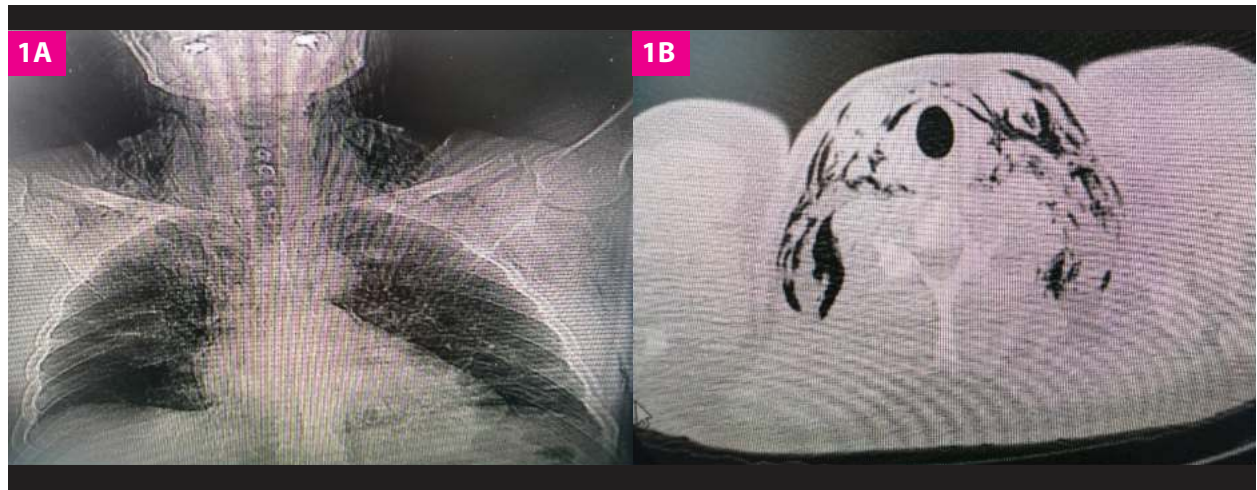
1A: radiografía de tórax muestra infiltrados pulmonares bilaterales y gas en tejido subcutáneo a nivel cervical. 1B: tomografía de tórax muestra enfisema subcutáneo cervical.
